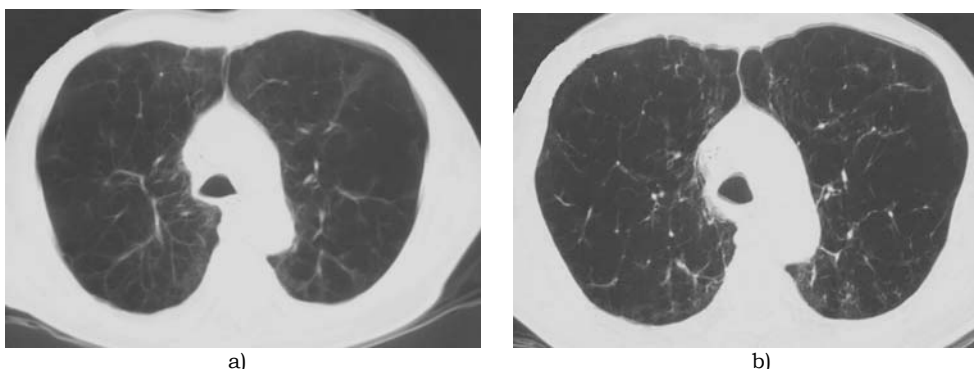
Imagens de TAC (a) e TCAR (b) do mesmo paciente.
